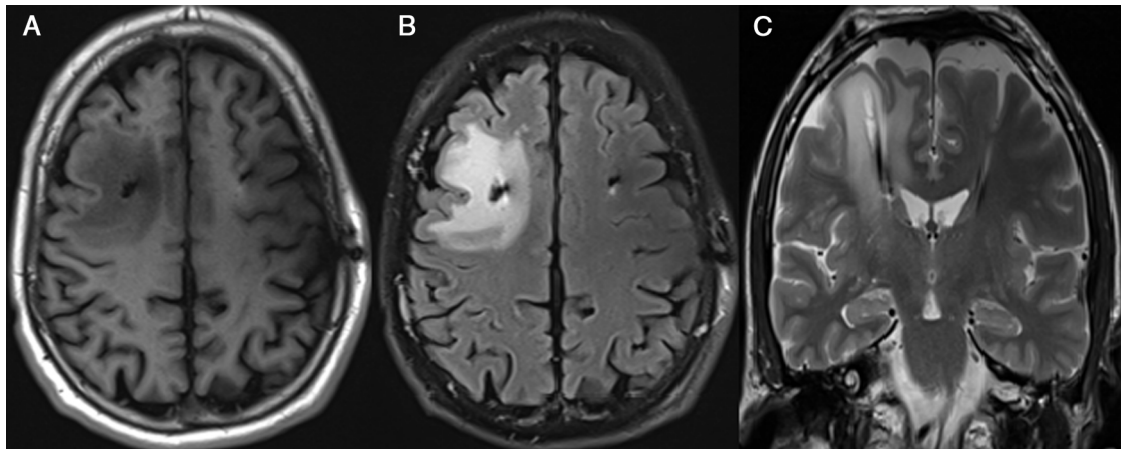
Caso 2: Edema cerebral visualizado mediante RM. (A) Secuencia T1 corte axial que muestra una baja señal de la sustancia blanca frontal derecha que rodea al electrodo. (B) Secuencia FLAIR corte axial en la que se visualiza hiperseñal secundaria al edema vasogénico perielectrodo derecho. (C) Secuencia T2 corte coronal donde se aprecia hiperseñal unilateral derecha.
